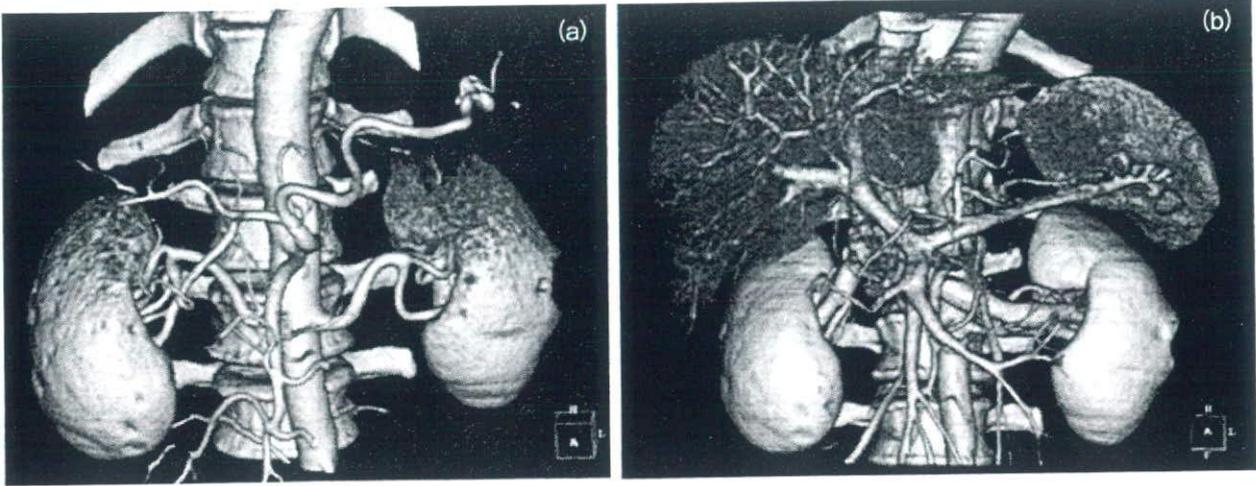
ドナー膵腎 3D 血管像 (国立病院機構千葉東病院放射線科). ダイナミック CT より構築した 3D 動脈像 (a) と静脈・門脈像 (b) にて, 腎動静脈, 脾動静脈, 上腸間膜静脈, 門脈などに異常を認めない. カラー口絵参照.
